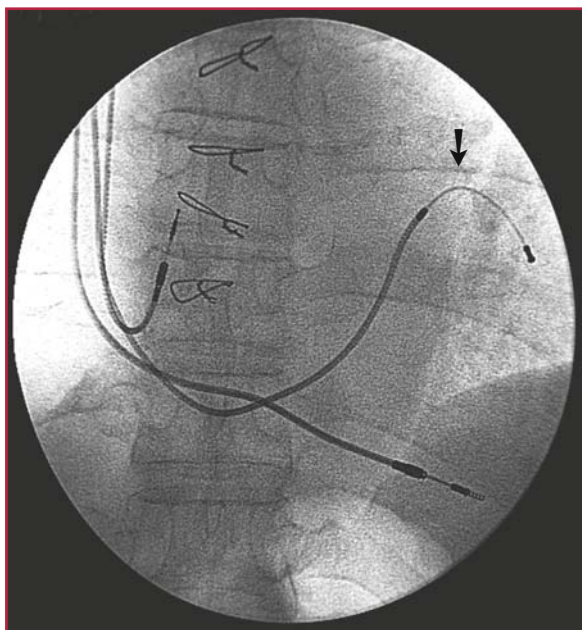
Radiografia del torace in proiezione anteroposteriore di caso di PM atrioventricolare: la freccia identifica l'elettrodo posto in seno coronarico, in ramo posterolaterale. Sono visibili anche i due elettrodi in atrio e ventricolo destro
